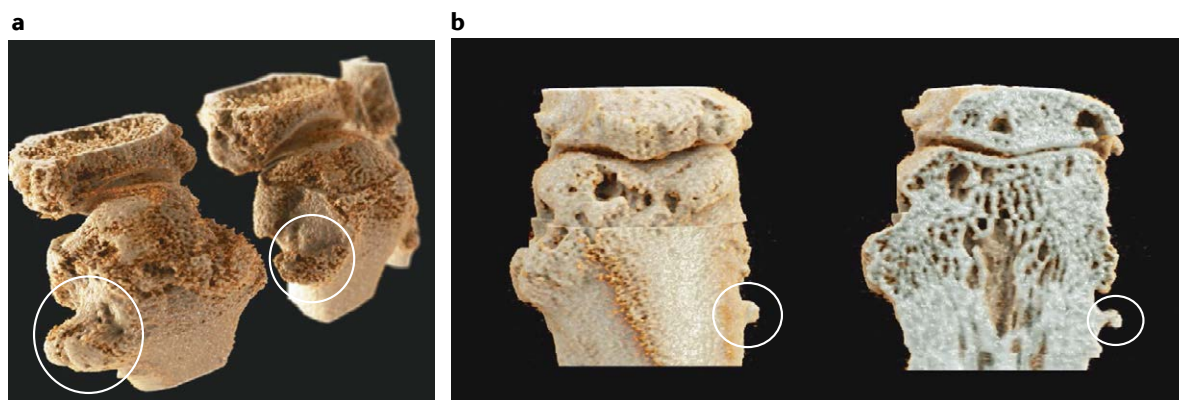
银屑病关节炎小关节的 Micro-CT 表现。 a 图像显示银屑病关节炎患者掌指关节的附着点的结构病变（附着点；圆圈）。b 图像显示银屑病关节炎患者（与 a 所示不同的患者）近端指间关节附着点的结构病变（附着点；圆圈）。所有图片由德国 Erlangen 大学的 G.Schett 和 D.Simon 以及德国西门子医疗系统有限公司的 K.Engle 提供。
